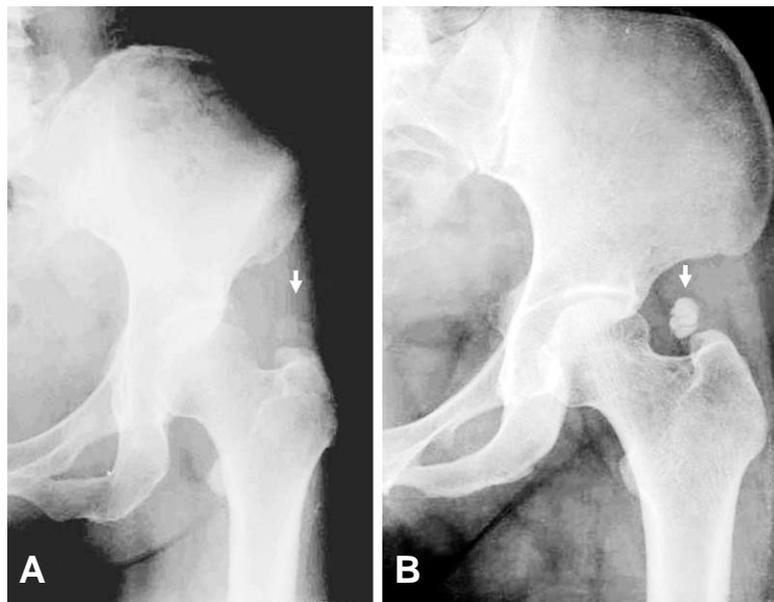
Radiography of the pelvis shows the calcification (A for type1 and B for type 2) adjacent the greater trochanter, suggesting calcifications in the insertion of gluteus medius tendon.
